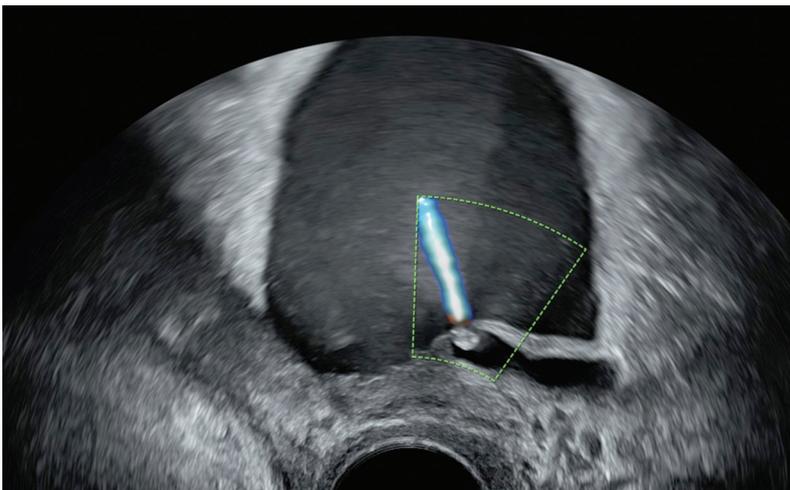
Échographie pratiquée par voie endovaginale. Coupe montrant une dilatation d'un uretère, avec le jet d'urine et une petite lithiase enclavée au niveau du méat.
